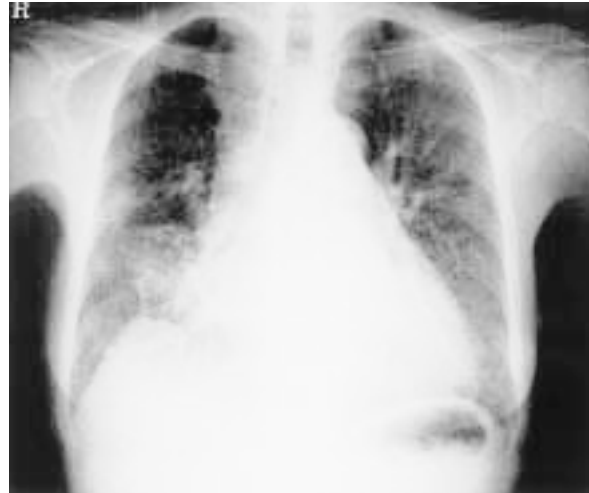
Chest radiograph showing the infiltrate in the right lung
